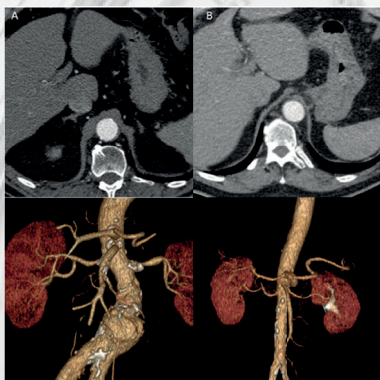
vues axiales et reconstructions en VR de angiographies aortiques tomodynamométriques (CTA) a) SECT CTA avec 100% de volume de PCI b) DECT CTA avec 50% de volume de PCI<sup>4</sup>.
